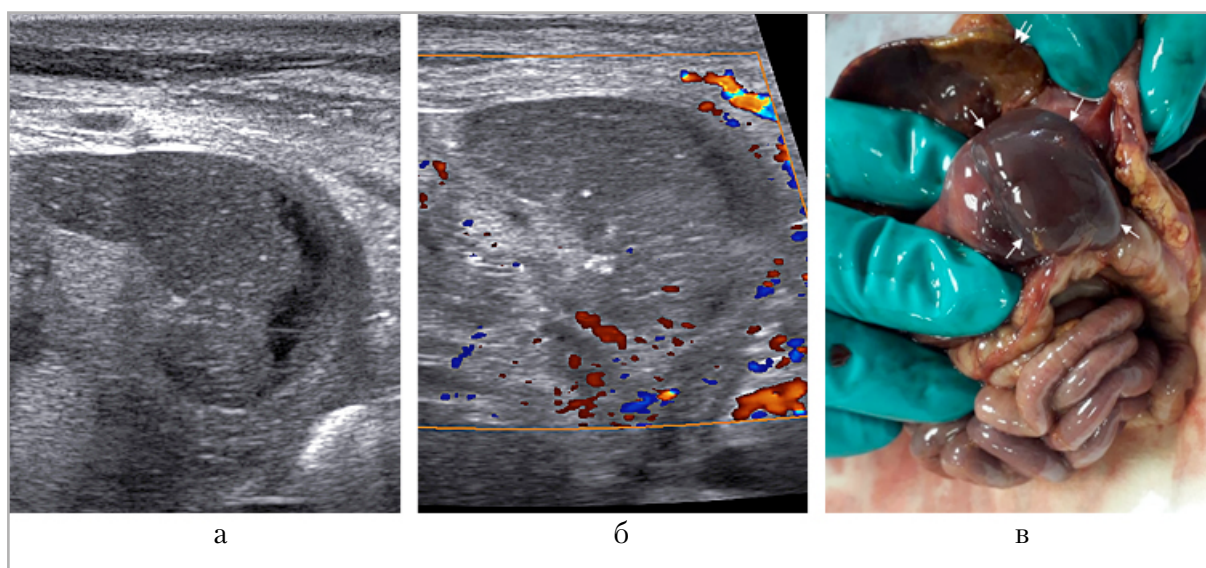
Наблюдение № 2. Визуализация селезенки: *а* — УЗИ в В-режиме; *б* — цветное доплеровское сканирование; *в* — аутопсия, селезенка между стрелками, двойной стрелкой показан ишемический очаг в печени
